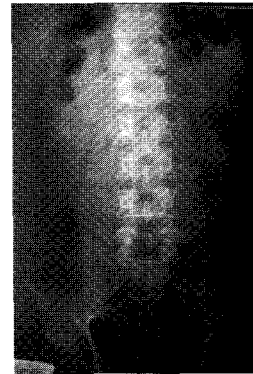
KUB X-ray of Case 1.
